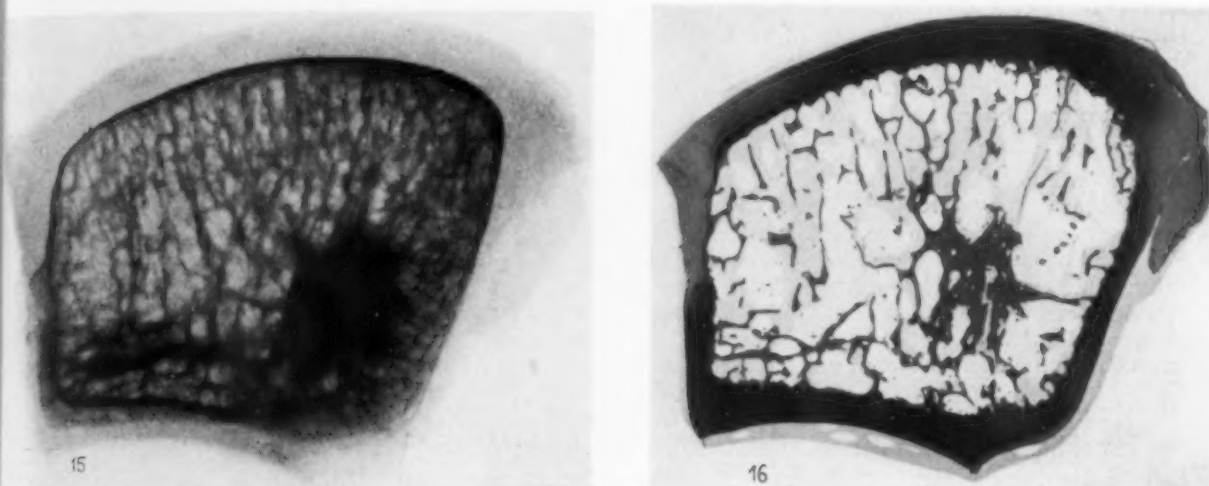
Röntgenbild einer 4 mm dicken Scheibe des Os lunatum. Rechts unten im Bilde eine Kompaktainsel.
